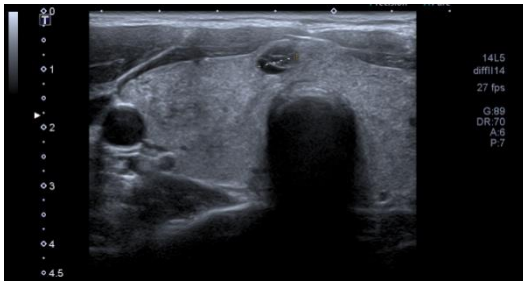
Ecografía tiroidea en EGB (registro Unidad clínica multihospitalaria de medicina nuclear de Aragón, UCMHMNA)
